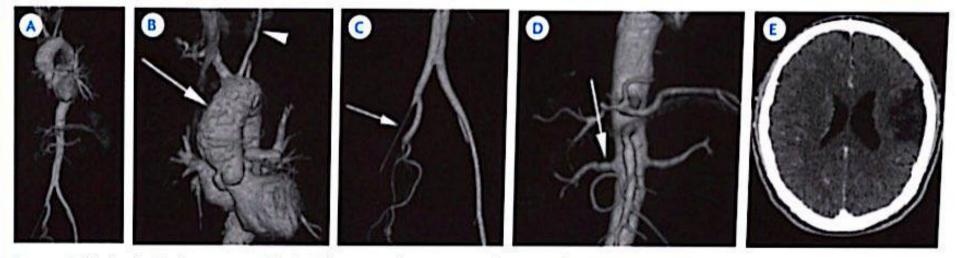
Mujer de 33 años con arteritis de Takayasu. A) Reconstrucción volumétrica de tomografía: calcificaciones múltiples en el arco de la aorta así como estenosis de la ilíaca externa derecha. B) Reconstrucción volumétrica de tomografía: calcificaciones múltiples en el arco de la aorta (flecha) así como estenosis de la carótida común izquierda (cabeza de flecha). C) Reconstrucción volumétrica de tomografía: estenosis de la ilíaca externa derecha (flecha). D) Reconstrucción volumétrica de tomografía: calcificación a nivel de la arteria renal derecha (flecha). E) Tomografía de cráneo, corte axial: zona de encefalomalacia como complicación de la arteritis de Takayasu.
